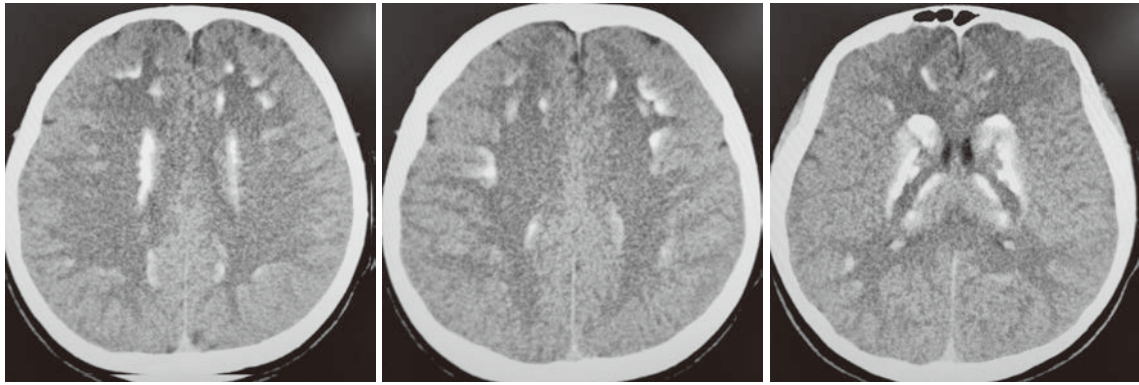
患儿头部CT示双侧皮层下、基底节区多发对称性钙化灶
